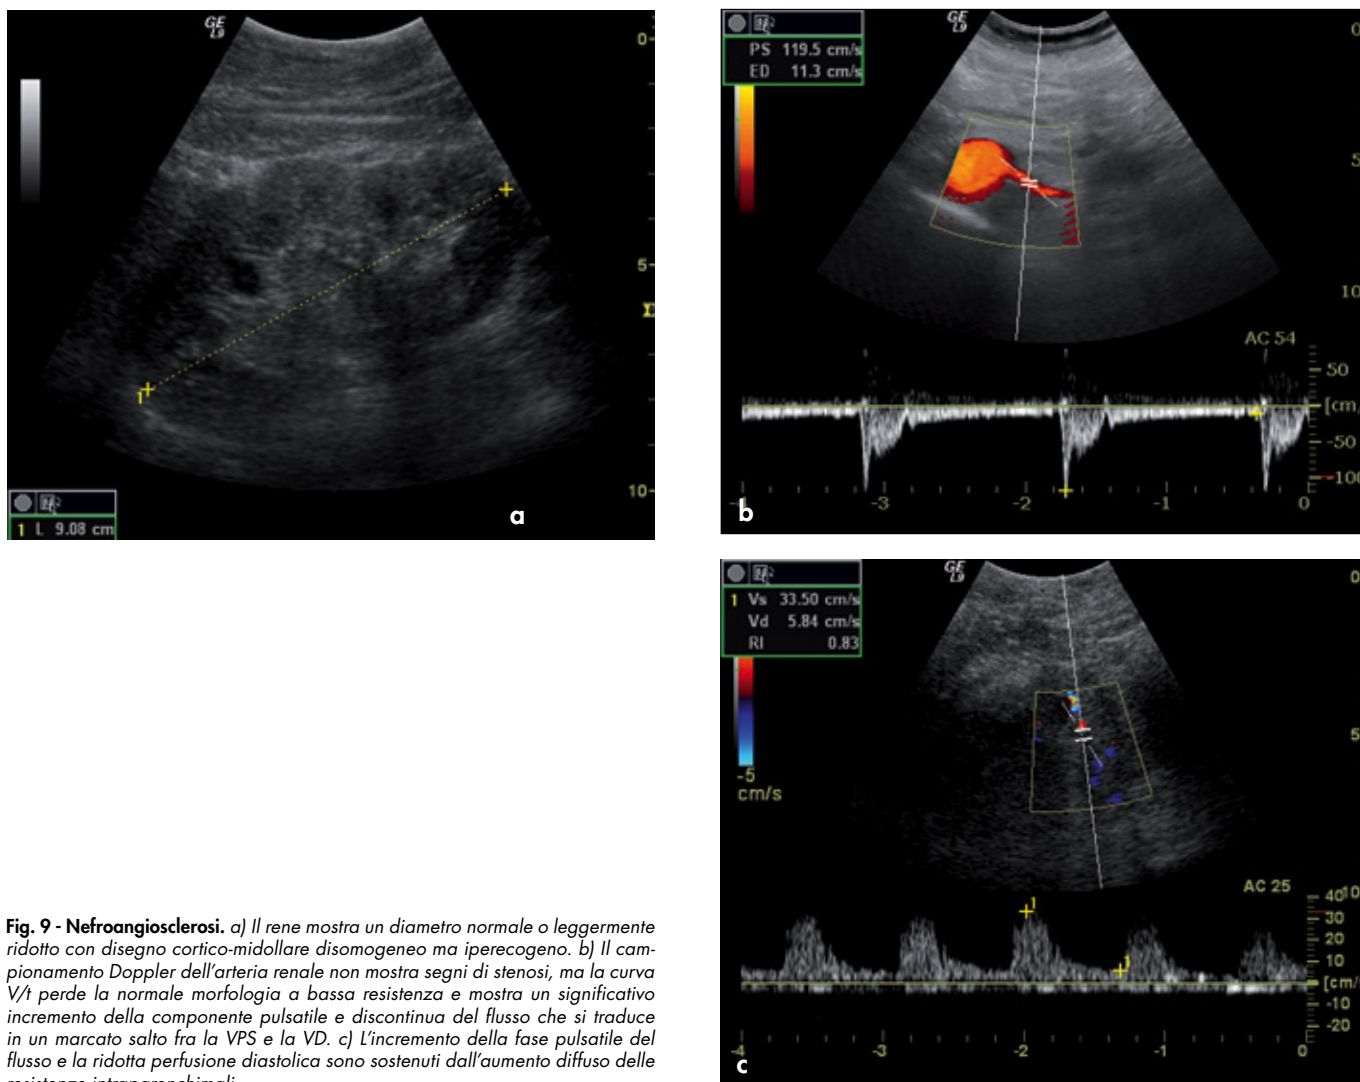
Nefroangiosclerosi. a) Il rene mostra un diametro normale o leggermente ridotto con disegno cortico-midollare disomogeneo ma iperecogeno. b) Il campionamento Doppler dell'arteria renale non mostra segni di stenosi, ma la curva V/t perde la normale morfologia a bassa resistenza e mostra un significativo incremento della componente pulsatile e discontinua del flusso che si traduce in un marcato salto fra la VPS e la VD. c) L'incremento della fase pulsatile del flusso e la ridotta perfusione diastolica sono sostenuti dall'aumento diffuso delle resistenze intraparenchimali.
